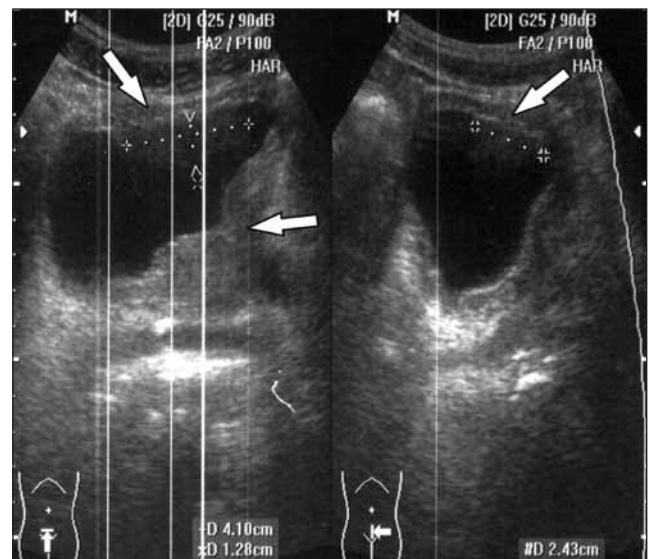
УЗИ мочевого пузыря. Контрольное обследование после 1 цикла РХТ: отмечается уменьшение экзофитного компонента опухоли (стрелки)
